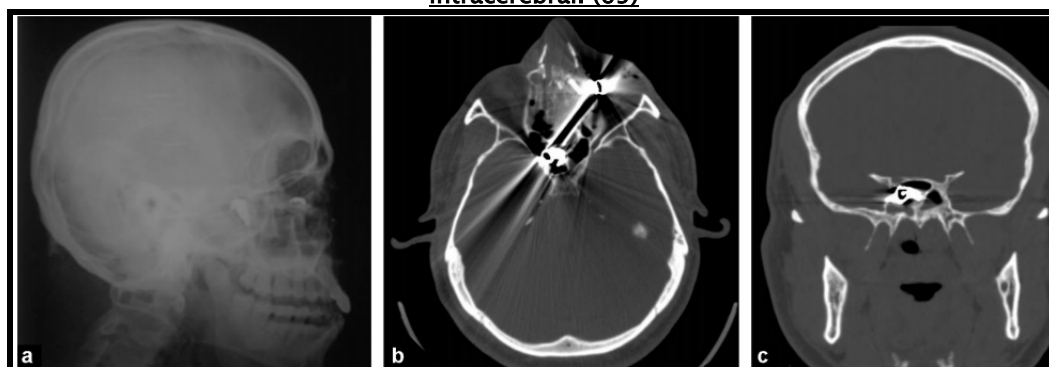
Plaie par balle du massif facial : a : radiographie du crâne de profil montre une balle au niveau du sinus sphénoïdal ; b, c : TDM du massif facial en coupes axiale (b) et coronale (c) en fenêtre osseuse montre la trajectoire de la balle et confirme son arrêt au niveau du sinus sphénoïdal.(69)
